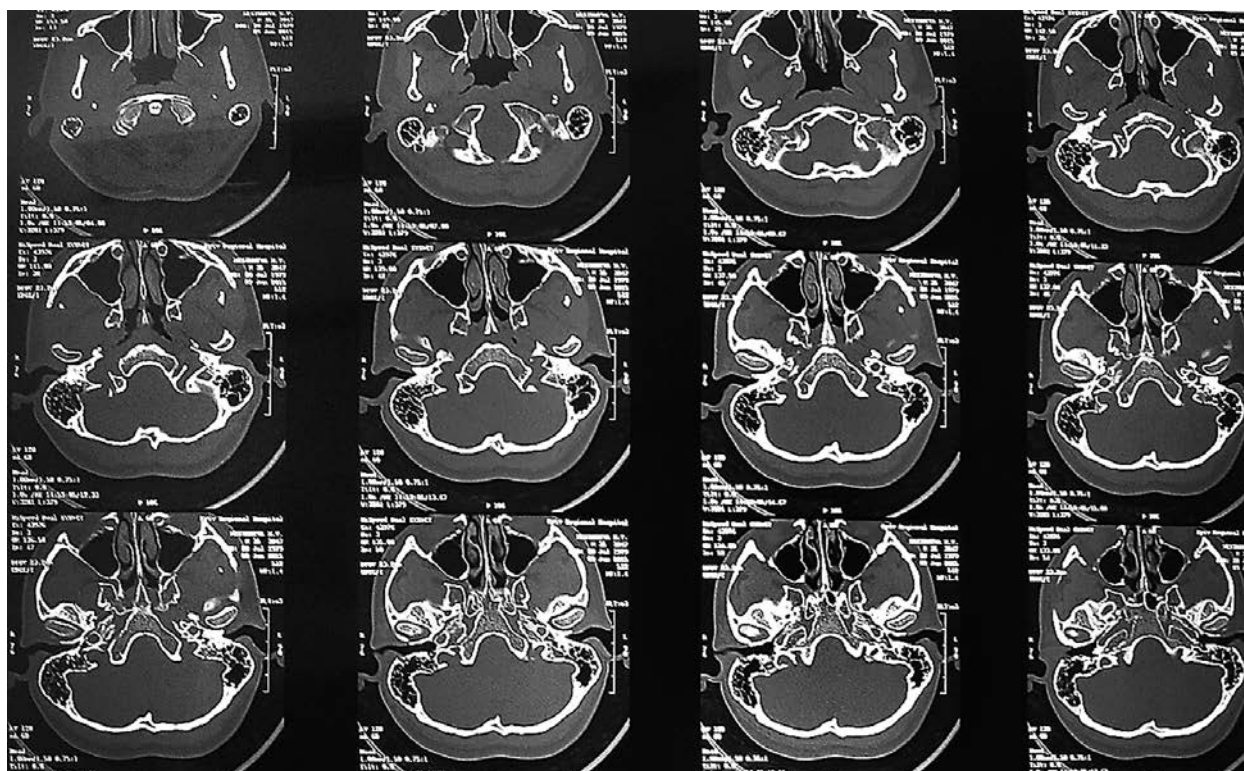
На контрольній КТ скроневих кісток від 09.06.2015 р. на тлі проведення протитуберкульозної терапії визначається відновлення пневматизації комірок соскоподібного відростка
